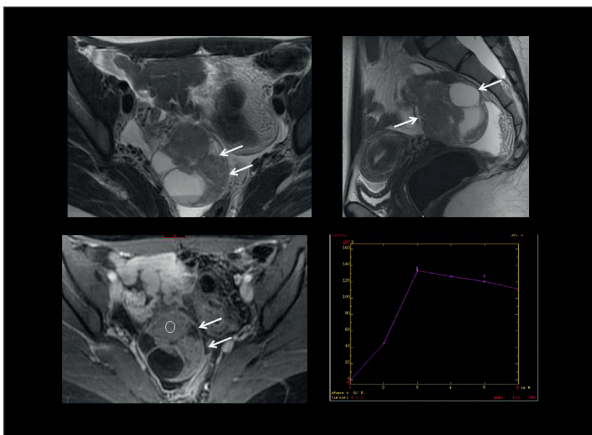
RM con secuencia dinámica tras contraste intravenoso (EDC). Masa ovárica compleja (flechas blancas) con áreas sólidas y quísticas, con realce tras contraste. La curva de captación en las regiones sólidas de la masa es de tipo III, indicando agresividad.
